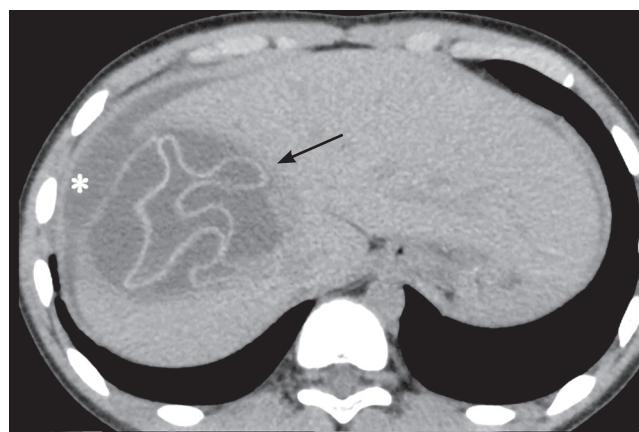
Пациент 14 лет. Резко возникла острая боль в правом подреберье, через 3 ч появились признаки интоксикации. КТ органов брюшной полости, нативное исследование, аксиальная плоскость. По данным КТ — отслоение капсулы и разрыв эхинококковой кисты (стрелка), разрыв печени и кровоизлияние в поддиафрагмальном пространстве (звездочка)
